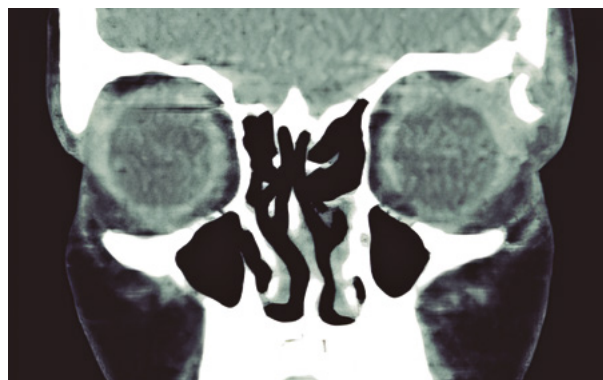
Tomografía computarizada, corte coronal: lesión osteolítica orbitaria temporal-superior en un paciente con HCL ósea monofocal.
